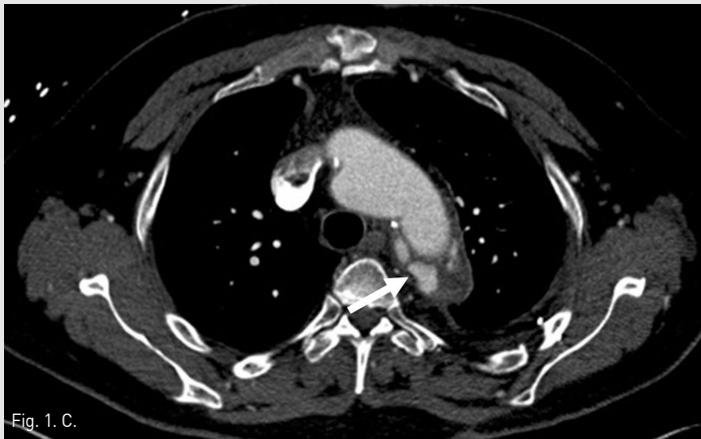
1D. Axial images of thoracoabdominal CT angiography show contrast filling lesions (arrows) within the hematoma around the graft of the aortic arch and descending thoracic aorta.
